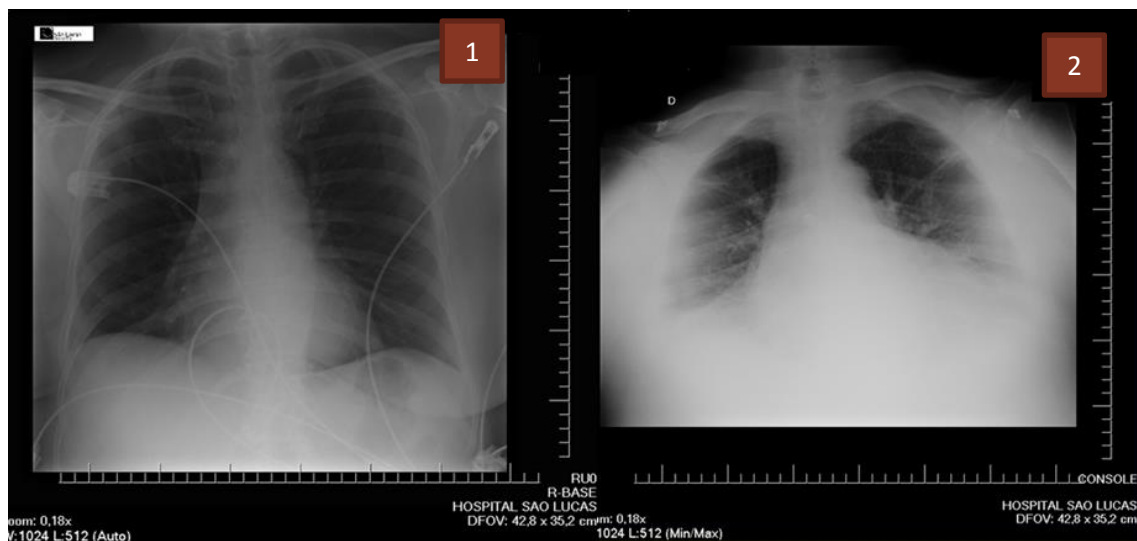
Radiografia de tórax no leito
